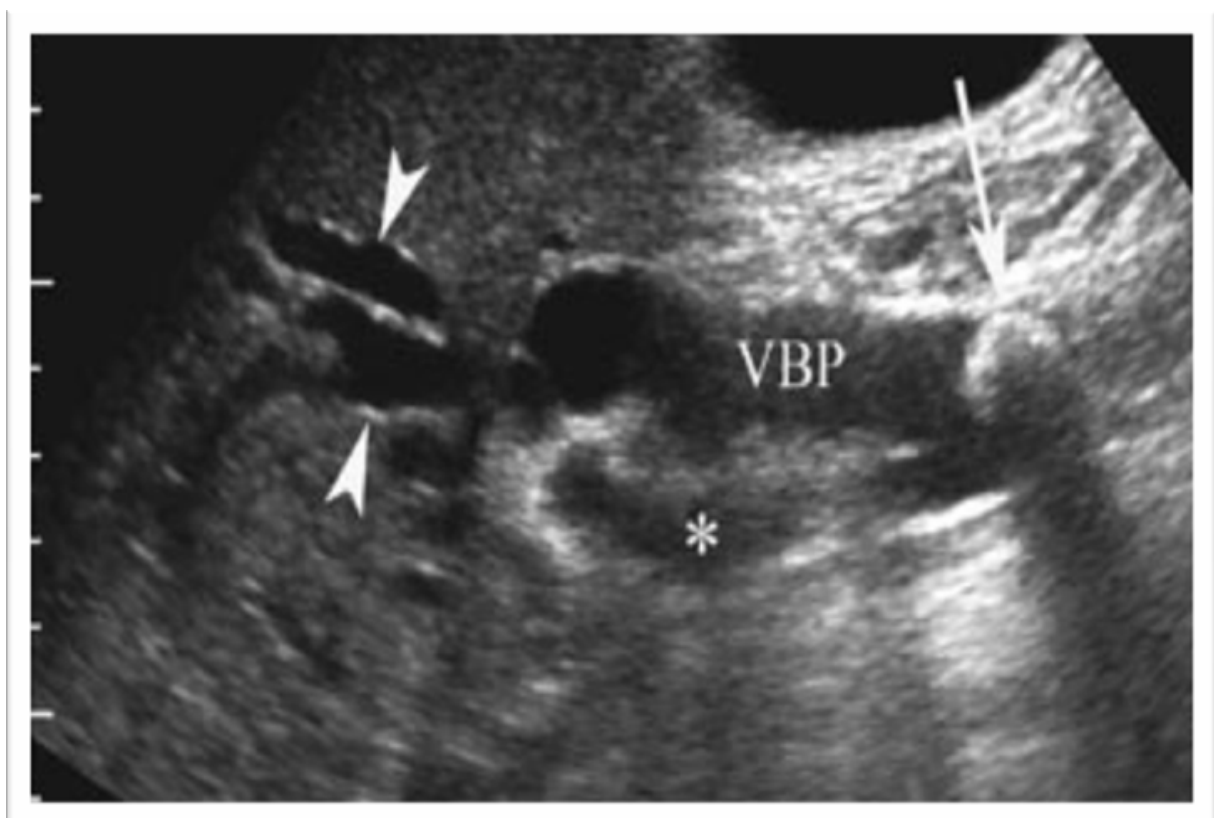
Gros calcul de la voie biliaire principale en échographie :
